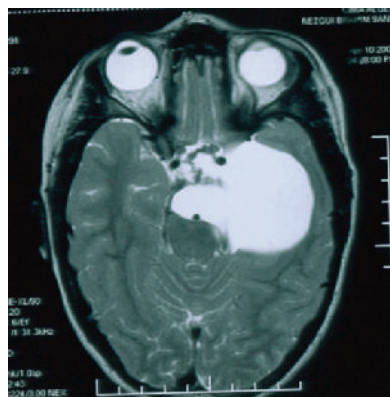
IRM en coupe axiale T1 montre un kyste temporal latéro-sellaire
